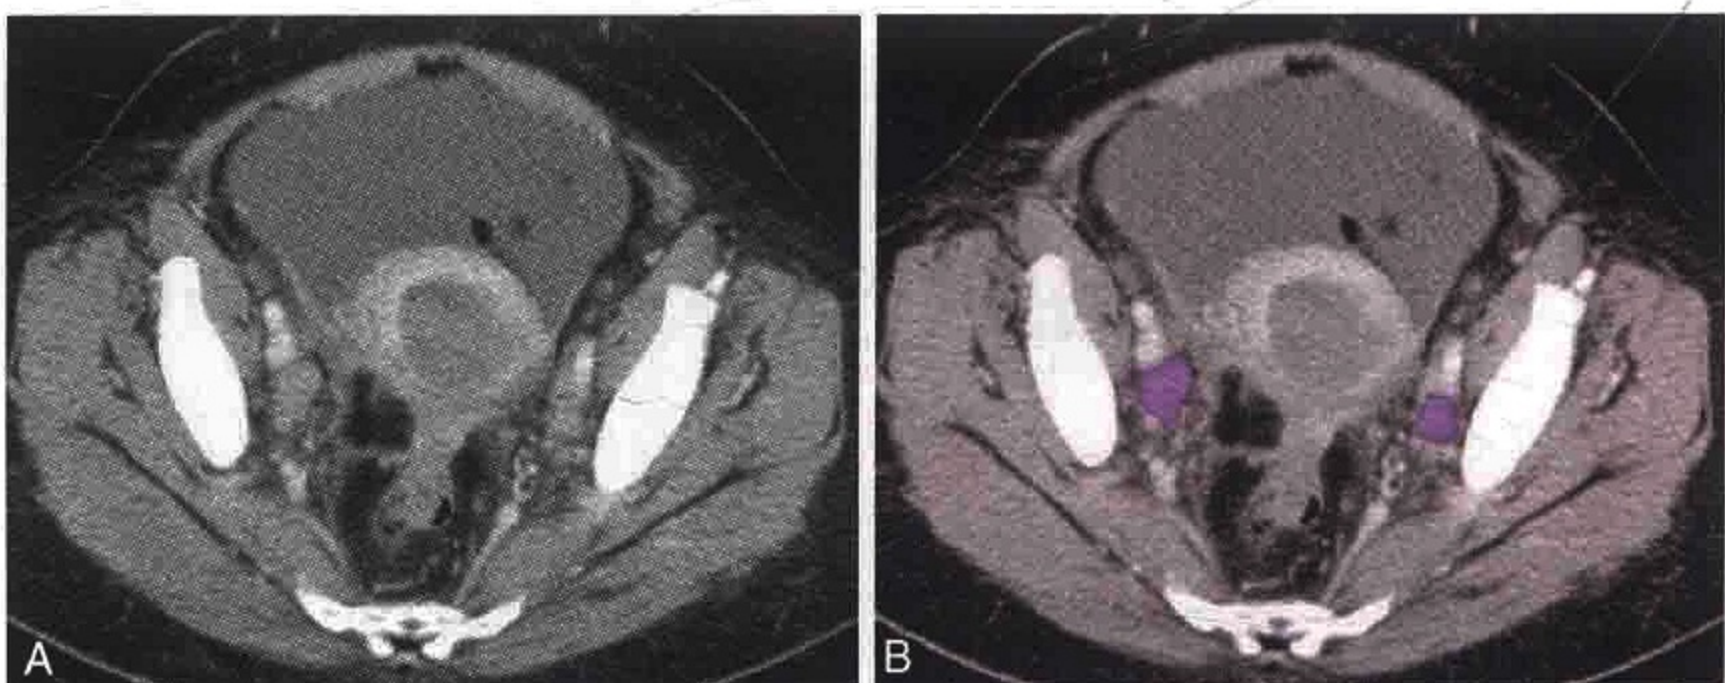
子宫内膜癌患者横轴位CT图像显示双侧髂外淋巴结转移（紫色）
